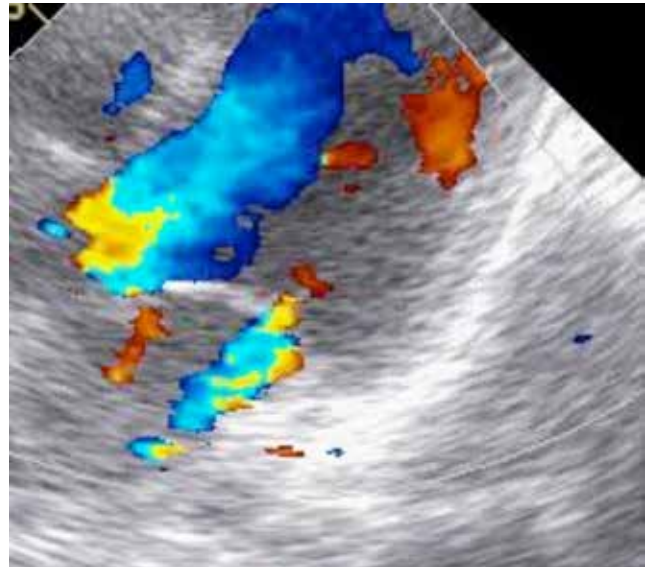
Renkli doppler ekokardiyografide tedavi öncesinde ağır mitral ve aort yetersizliği
